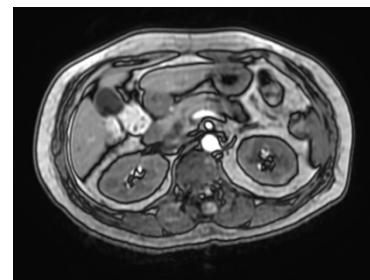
Citra MRI Irisan Axial
